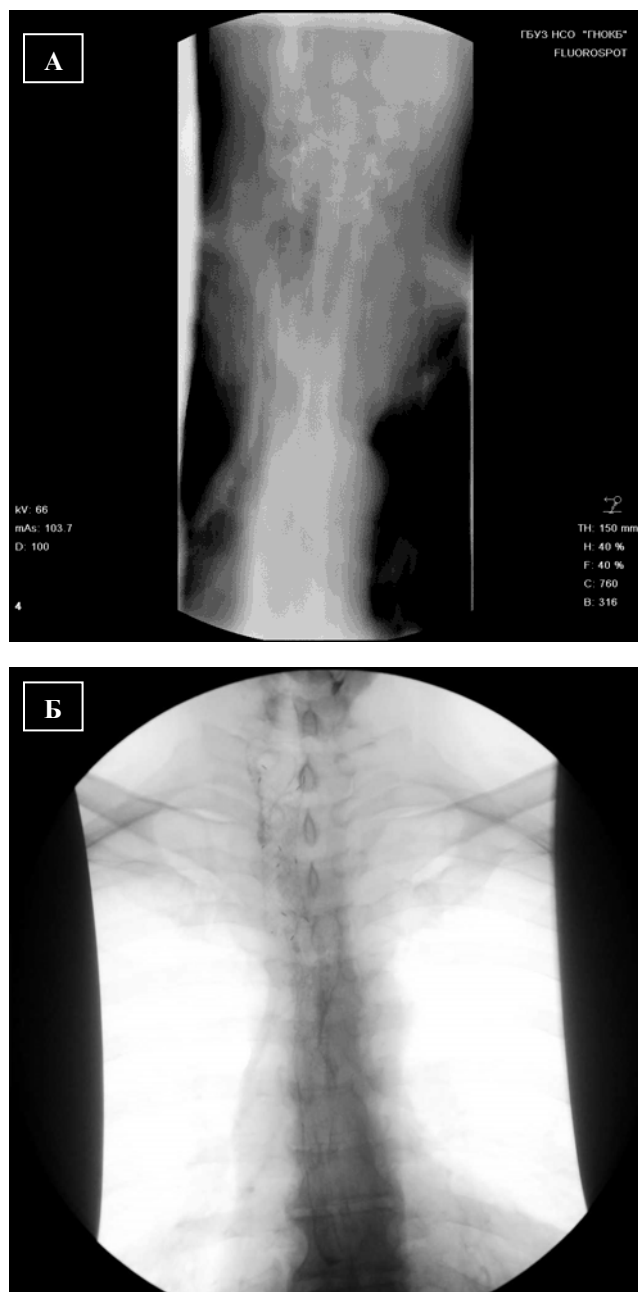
Томограмма трахеи пациентки В., 31 года.
